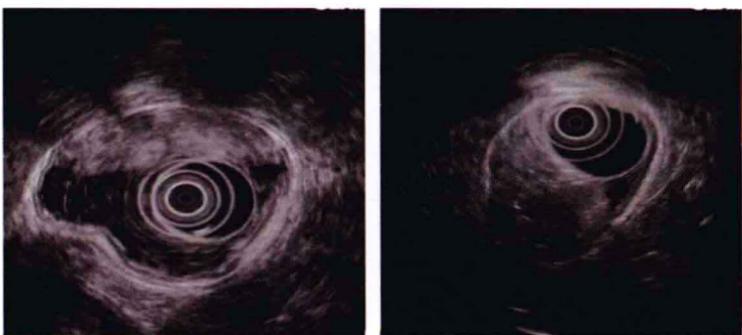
超声内镜示胃体(左)及近胃窦处(右)可见黏膜层明显增厚,呈低回声肿块影,黏膜下层及以下结构大致正常
